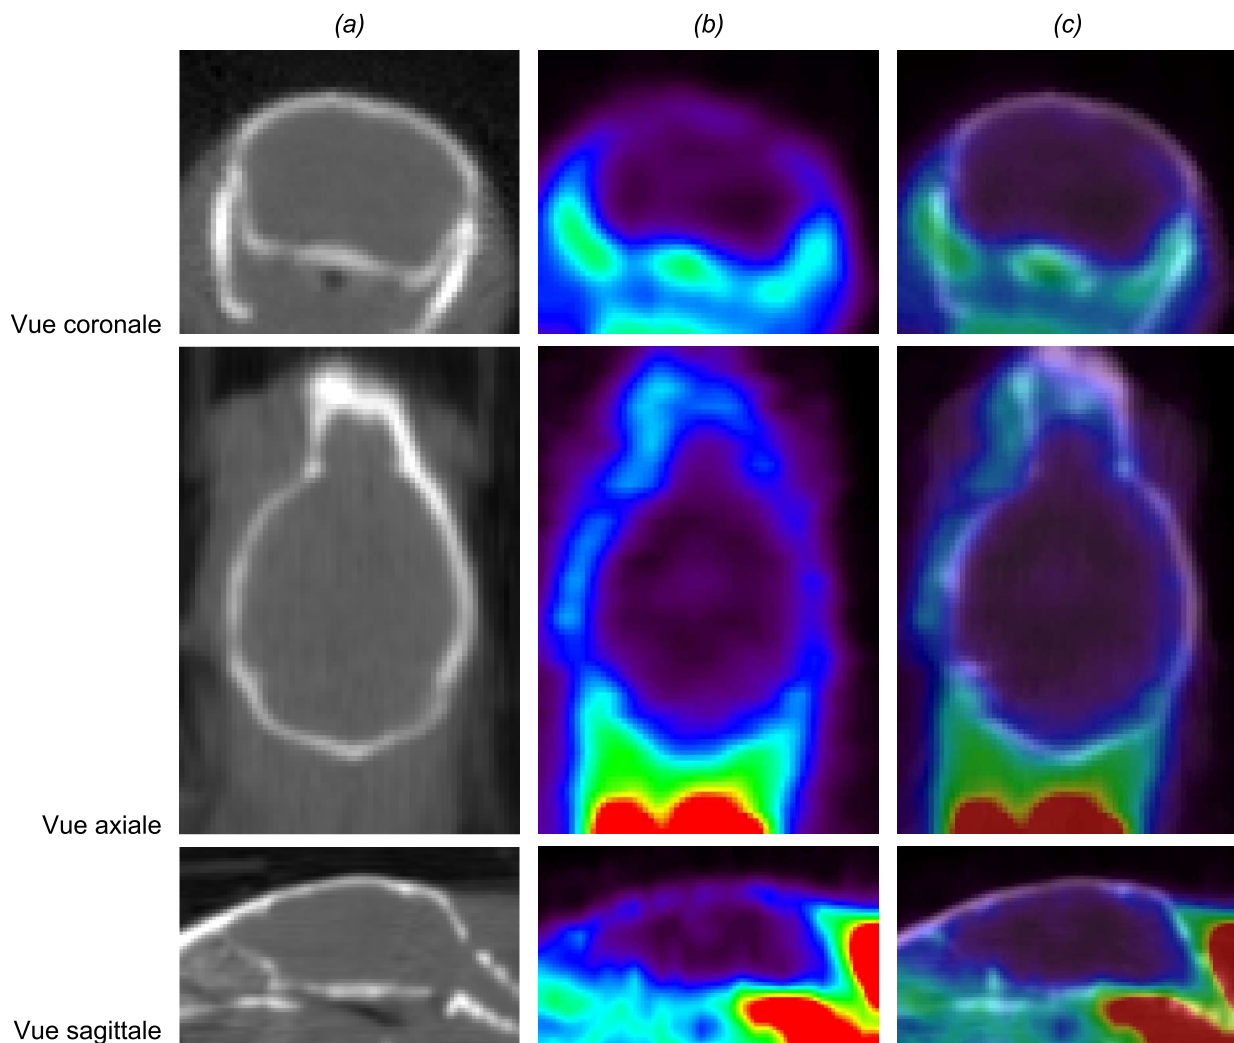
Vues coronales, axiales et sagittale des images TDM (a) et TEP (b) du cerveau. Fusion des images TDM et TEP (c).
